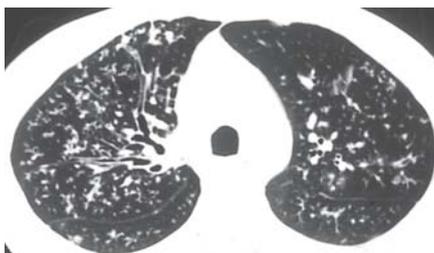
HRCT, aree di iperdensità a "vetro smerigliato" con distribuzione lobulare a chiazze
